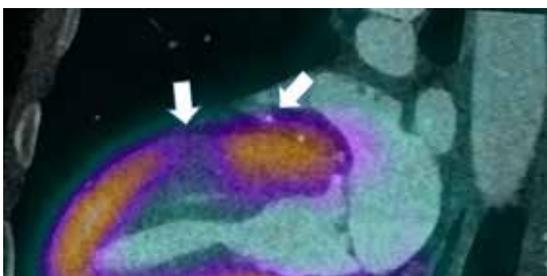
zeigt das Herz CT von einem 57-jährigen Patienten mit hochgradiger Stenose des Diagonalast 1 der LAD. Abbildung 2 zeigt die PET-Untersuchung in Ruhe und unter Belastung mit Nachweis einer Ischämie, die in der Fusion mit dem betroffenen Gefäss sehr gut korreliert werden kann (Abbildung 3).
